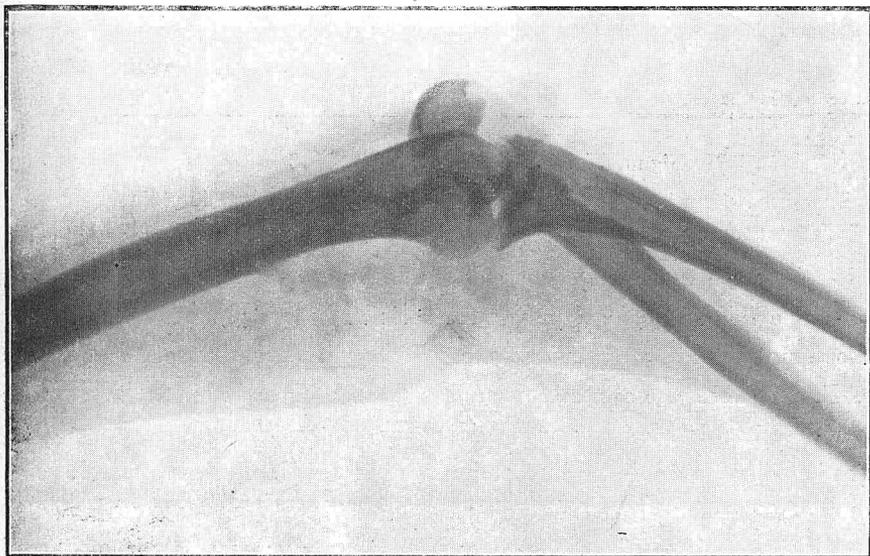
Radiografía No. 9142
